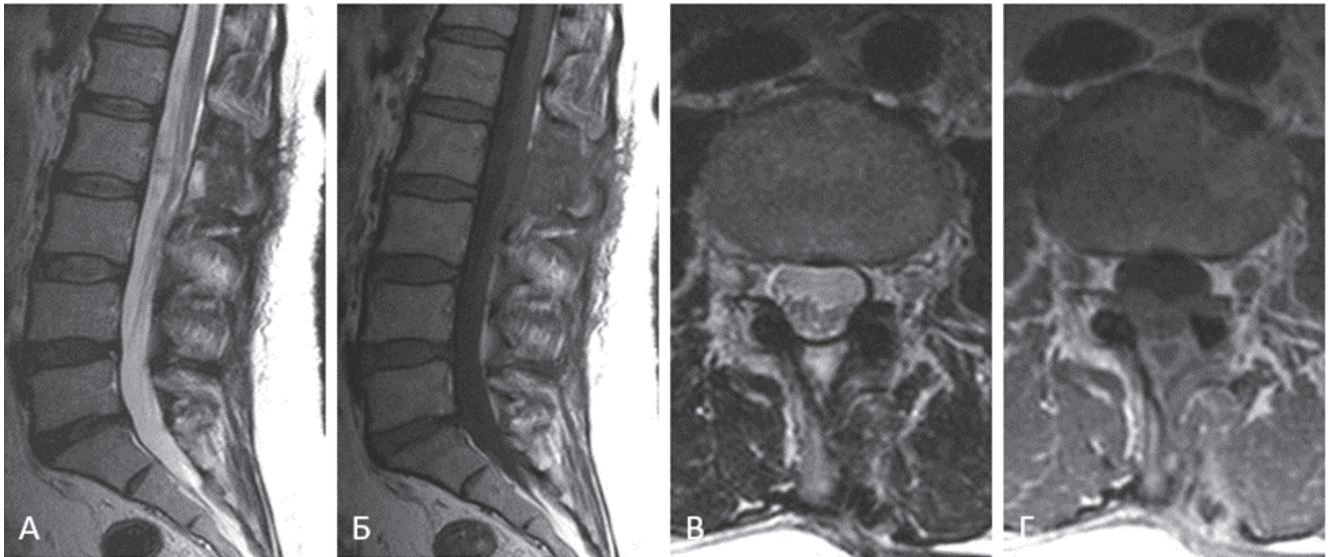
Пациентка Г-ва Т. А., контрольная МРТ пояснично-крестцового отдела позвоночника после удаления интрадуральной КМ конского хвоста: А, Б – сагиттальная проекция в режимах Т2 и Т1; В, Г – аксиальная проекция в режимах Т2 и Т1
